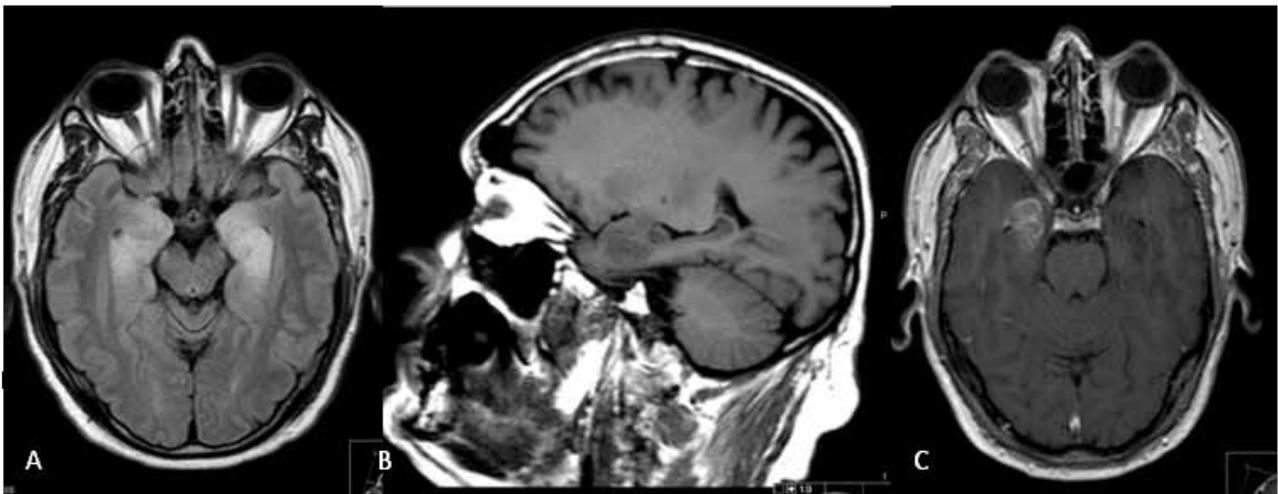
Primeira RM-CE. A) Imagem axial ponderada em FLAIR mostra hipersinal em ambas as regiões temporais mesiais B) Imagem sagital ponderada em T1 documenta hipossinal no hipocampo, na amígdala e na circunvolução parahipocámpica direitos. C) Imagem ponderada em T1 após gadolínio revela realce moderado e ligeiramente heterogêneo no uncus direito.
